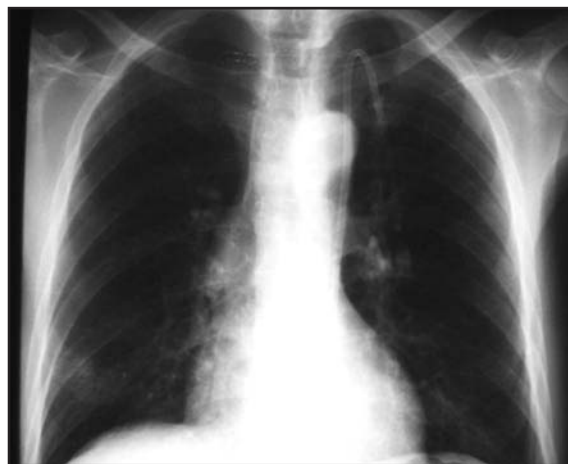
Caso 3, radiografía PA de tórax posinserción del catéter yugular izquierdo.
